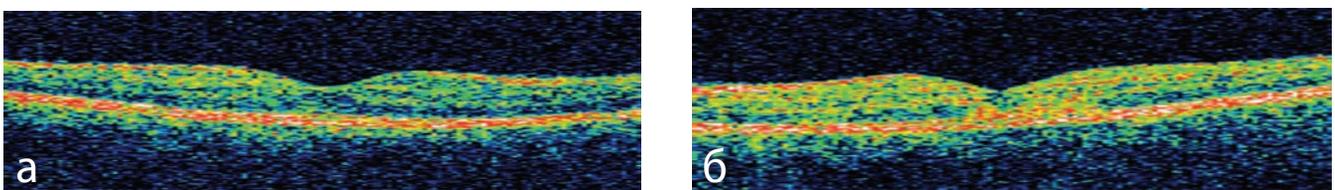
Томограмма макулярной области правого (а) и левого (б) глаз при первичном обращении
